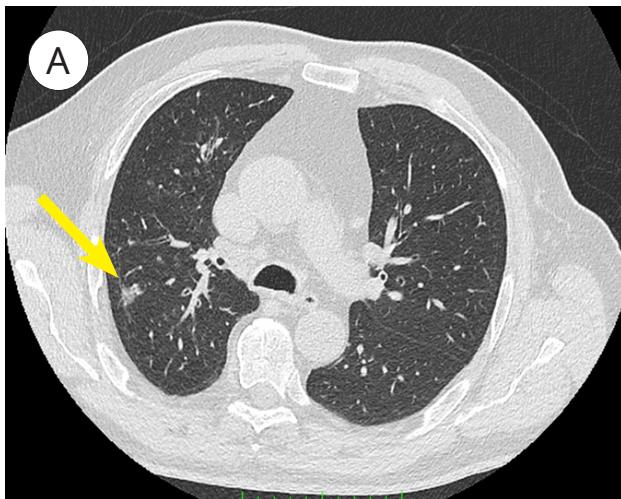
Компьютерные томограммы органов грудной клетки: А [«лёгочное» окно] — в обоих лёгких определяются очаги размером до 5мм (жёлтая стрелка); В [«медиастинальное» окно] — в корнях лёгких вторично изменённые увеличенные лимфатические узлы (красная стрелка)
